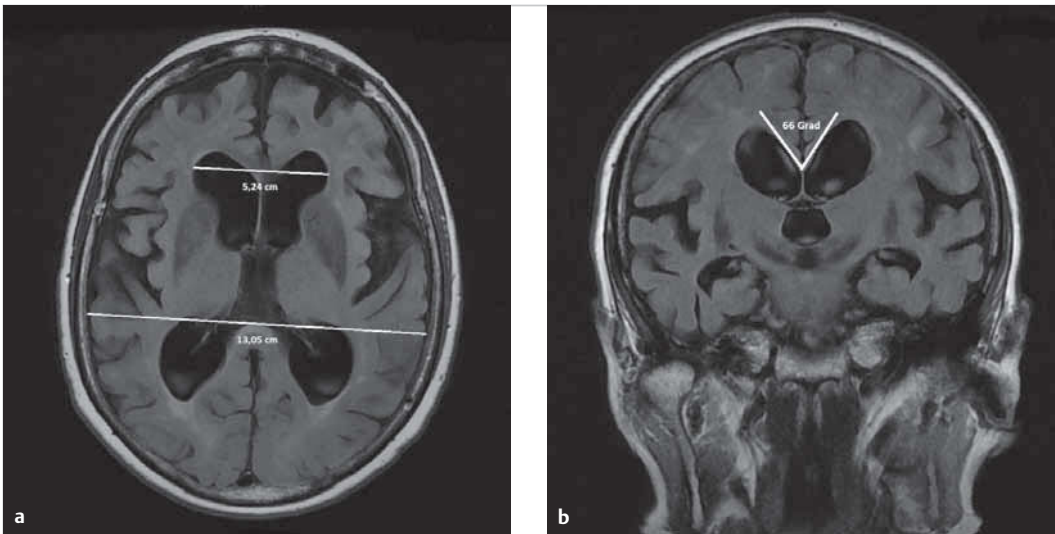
MR-tomografische Zeichen eines Normaldruckhydrozephalus.
